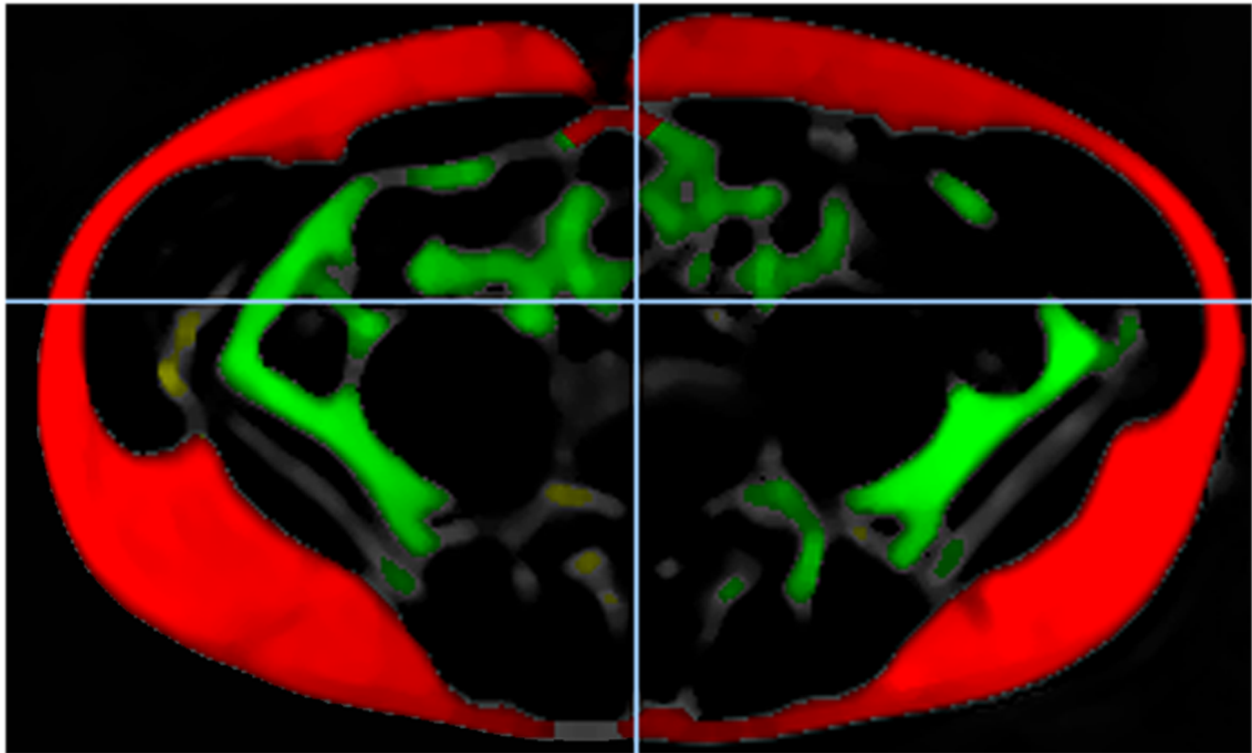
MRT-Nachbearbeitungsfigur mit Darstellung der Fettquantifizierung
